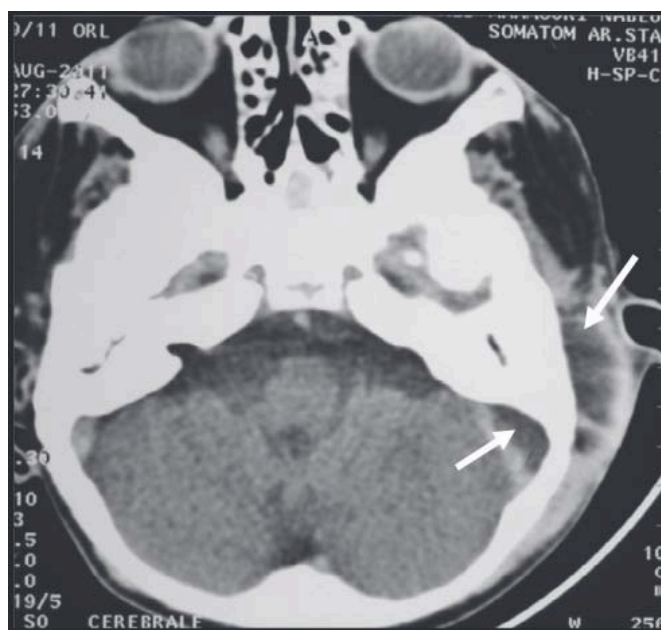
TDM cérébrale en coupe axiale mettant en évidence un abcès sous périosté avec une TVC du sinus transverse homolatéral (flèches) [7]
